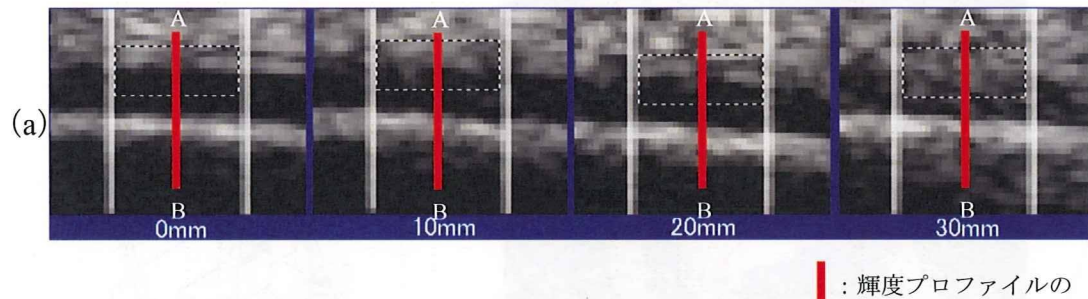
超音波ビームの送信フォーカス深度と対象物深度との差の許容範囲検討のための画像と輝度プロファイル
